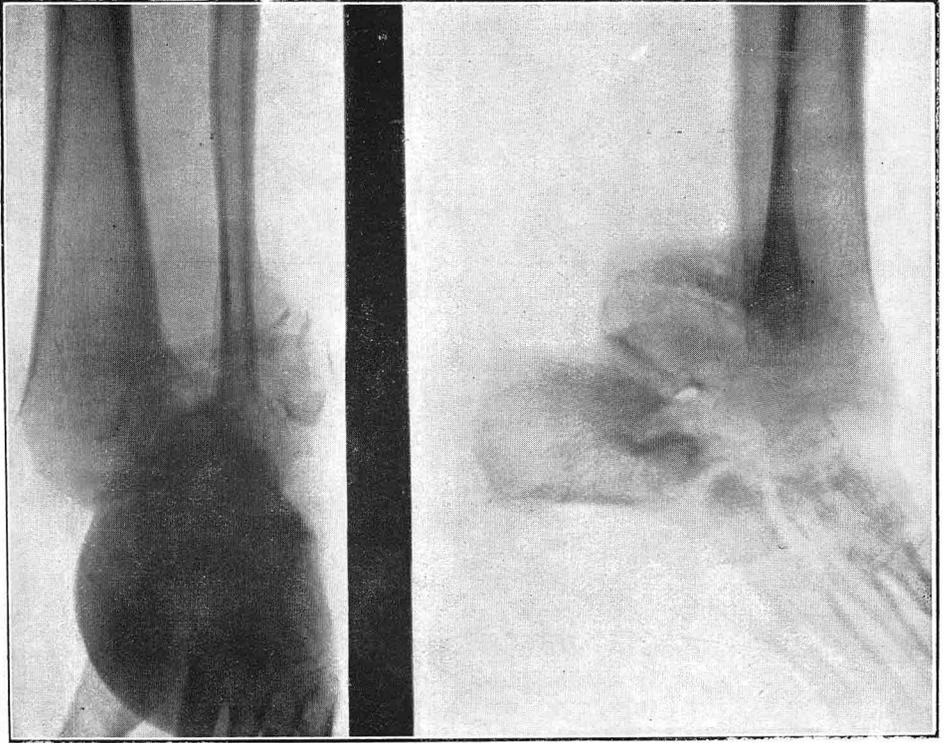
Radiografía No. 10.018
